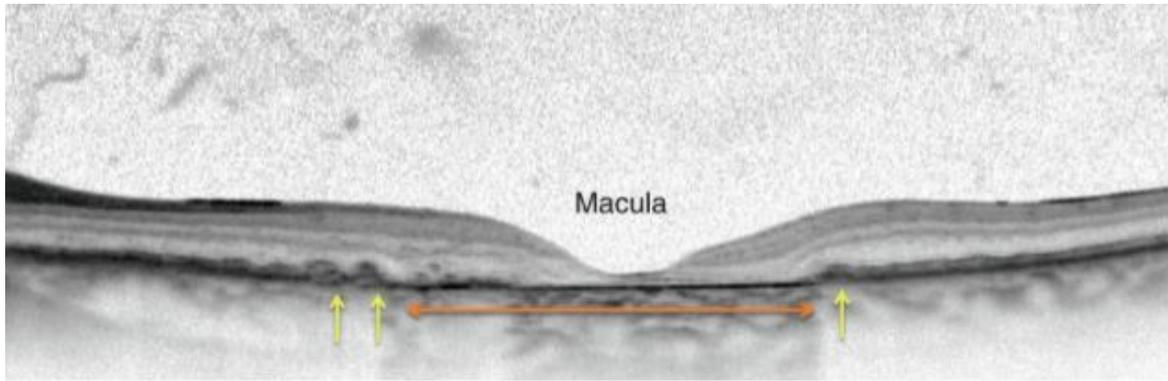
DMLA en tomographie en cohérence optique [1]
